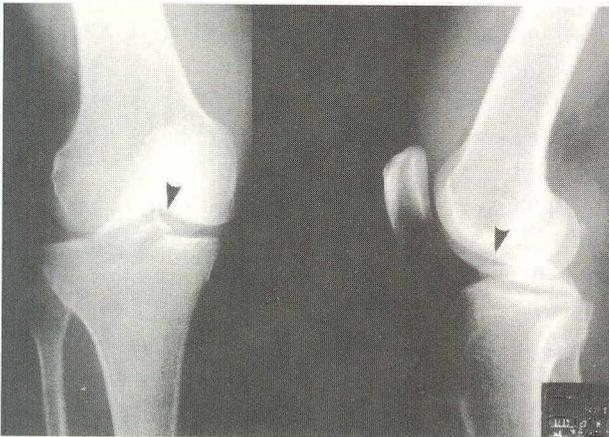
The patient was 48-year old male. A-P and lateral radiographs of the left knee joint show type IV tibial spine fracture (dark arrow).
